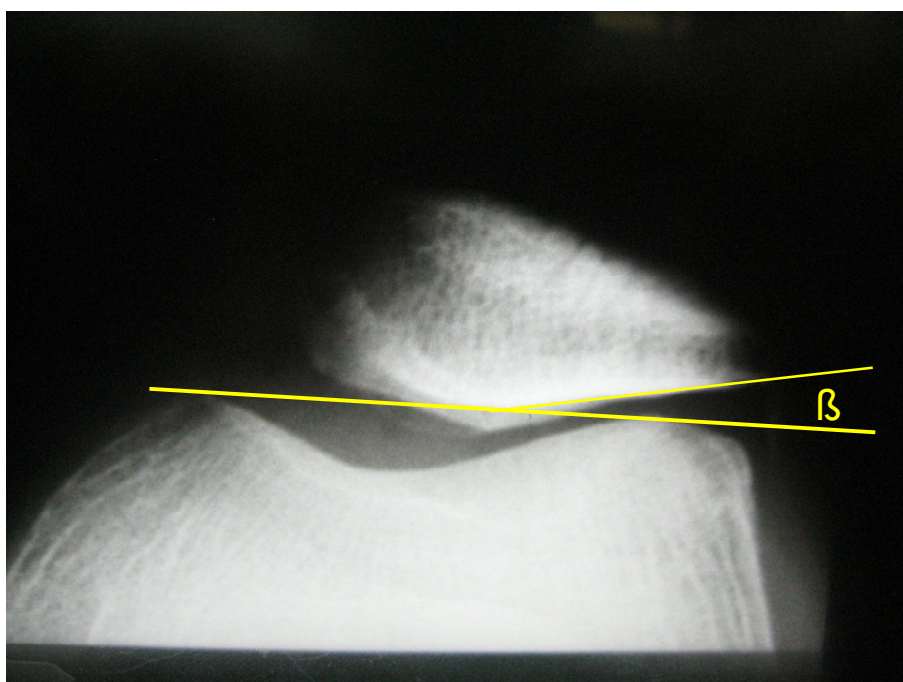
Patella tangential Röntgenaufnahme eines rechten Kniegelenkes.
